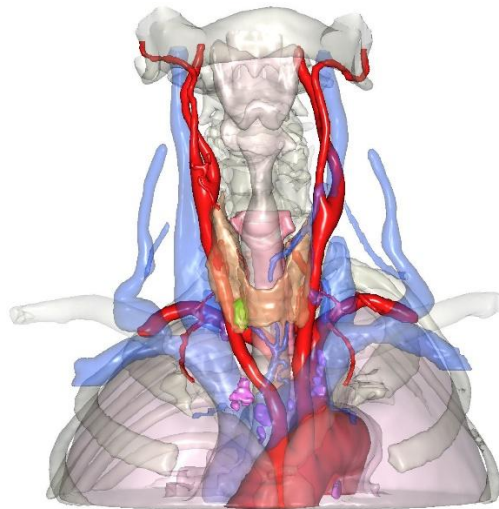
Reconstitution de la région thyroïdienne d'un patient par *Visible Patient* à partir d'un scanner ou d'une IRM
